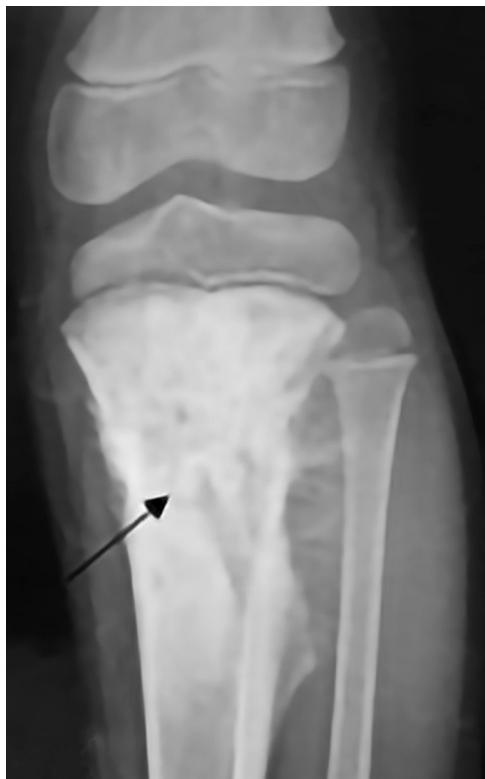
На рентгеновском снимке в прямой проекции бедренной кости стрелкой показан очаг деструкции со спикулообразной периостальной реакцией (Источник: <https://radiopaedia.org/>)
